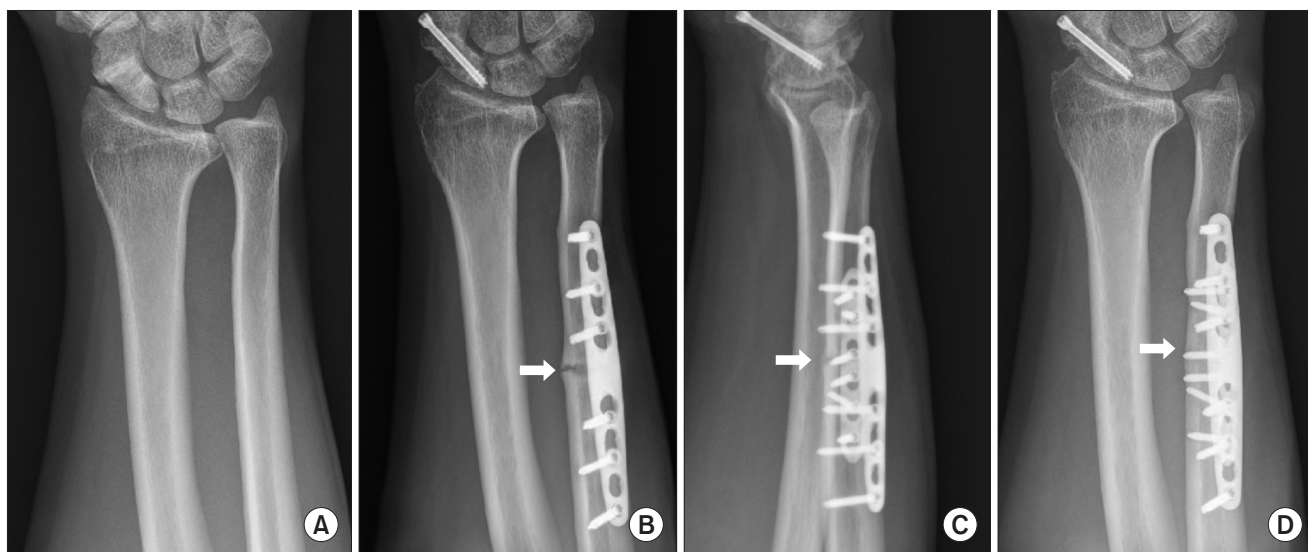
Simple radiographs of case 2 (white arrows: osteotomy site). (A) Simple radiograph before ulnar shortening osteotomy. (B) Osteotomy was not united till 7 months after ulnar shortening osteotomy. (C) Bridging callus was seen at 1 month after additional mini-plating. (D) Progressive ossification was seen at 2 months after additional mini-plating.
